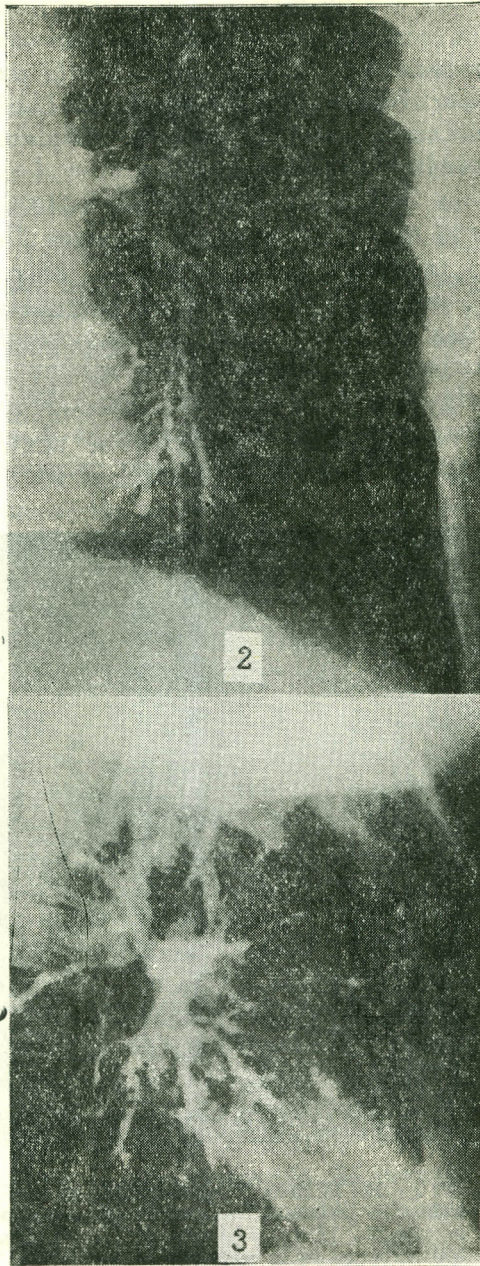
En la radiografía de tórax se observa enfisema pulmonar izquierdo; disminución de la sombra hiliar y de la trama vascular con refuerzo de la misma en el pulmón contralateral.
